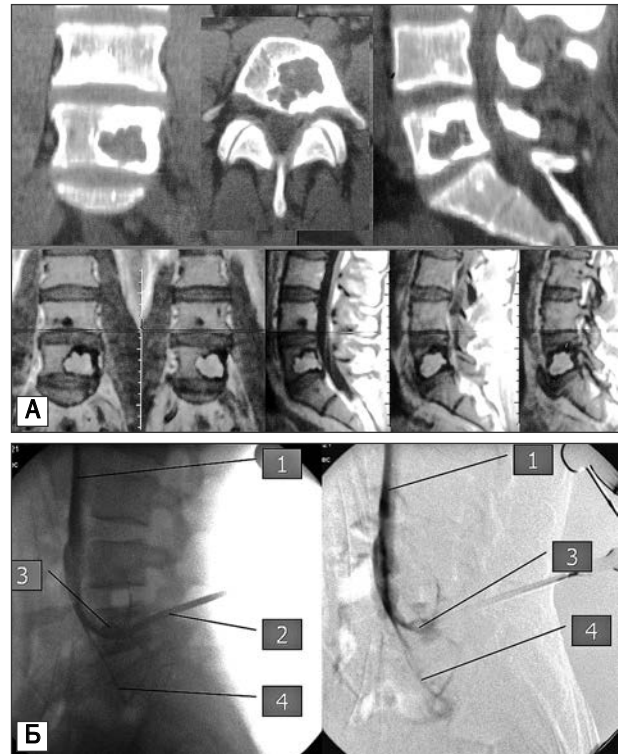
Опухоль тела L5 позвонка: А: КТ, МРТ; Б — веноспондилография при вертебропластике. Прямой однонаправленный системный дренаж тела позвонка: 1 — полая вена; 2 — игла; 3 — сегментарная вена; 4 — ретроградный дренаж в подвздошную вену
